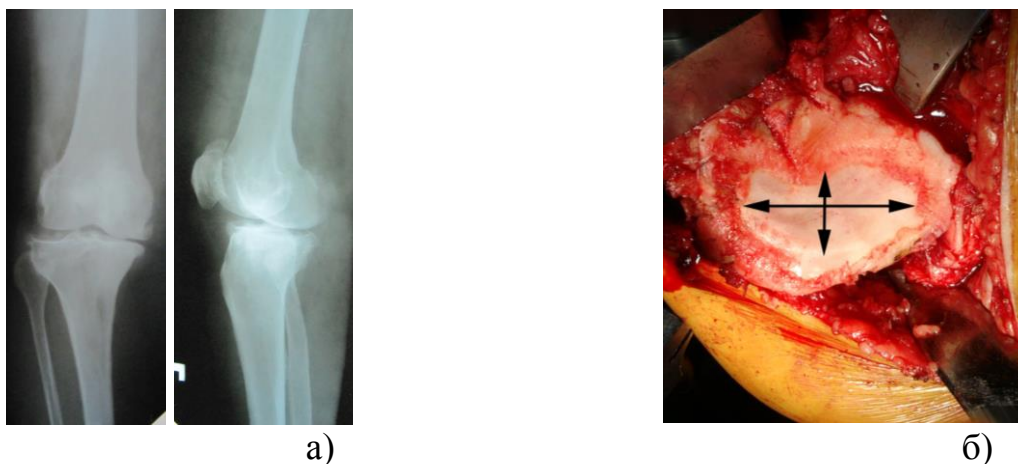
Колінний суглоб пацієнтки З., у якої передня хрестоподібна зв'язка не була пошкоджена: а) рентгенограма, б) фото виростків великогомілкової кістки
